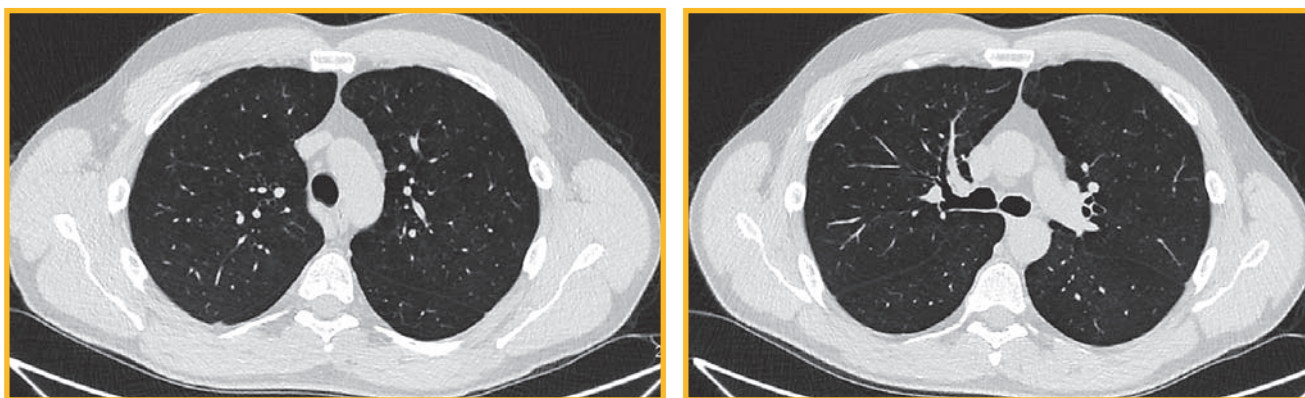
Компьютерная томограмма органов грудной клетки от февраля 2024. Признаки диффузной эмфиземы
